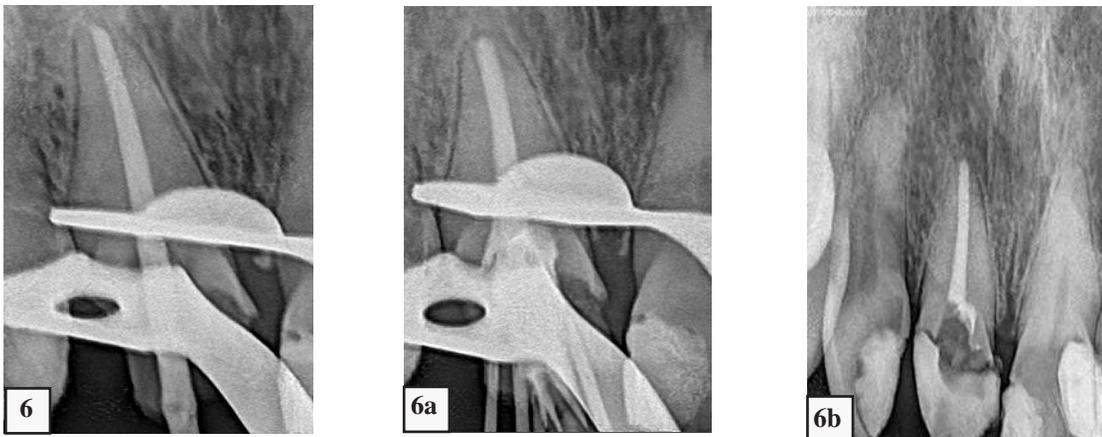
y 6b. Radiografías periapicales que permiten observar la secuencia de trabajo y la radiografía final del tratamiento endodóntico.
